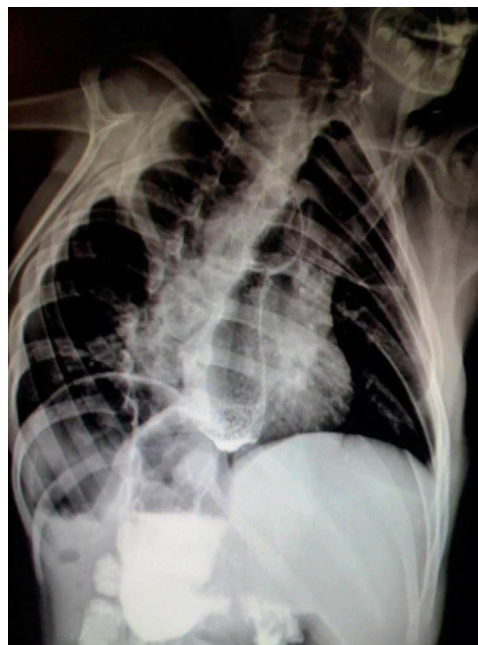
Radiografía de tórax y abdomen demostrando los datos característicos de la asociación VACTERL.
